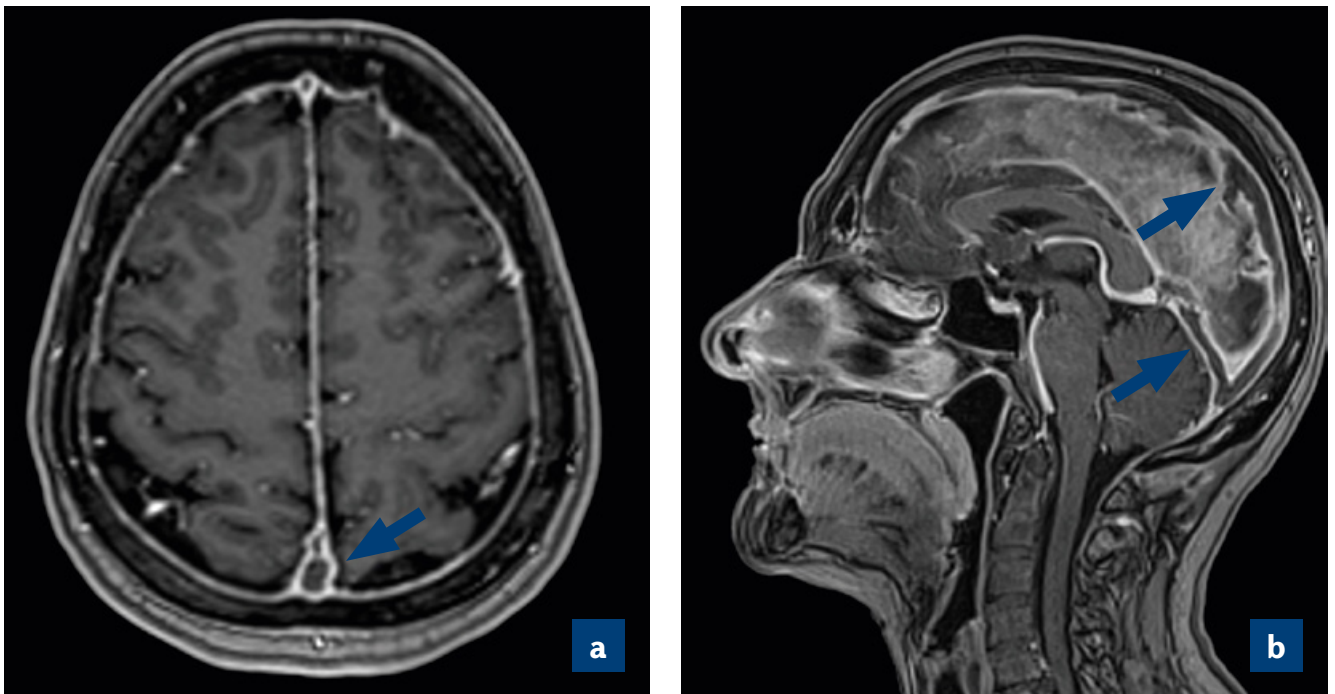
Contrast-enhanced magnetic resonance imaging (MRI) of the patient before treatment:
